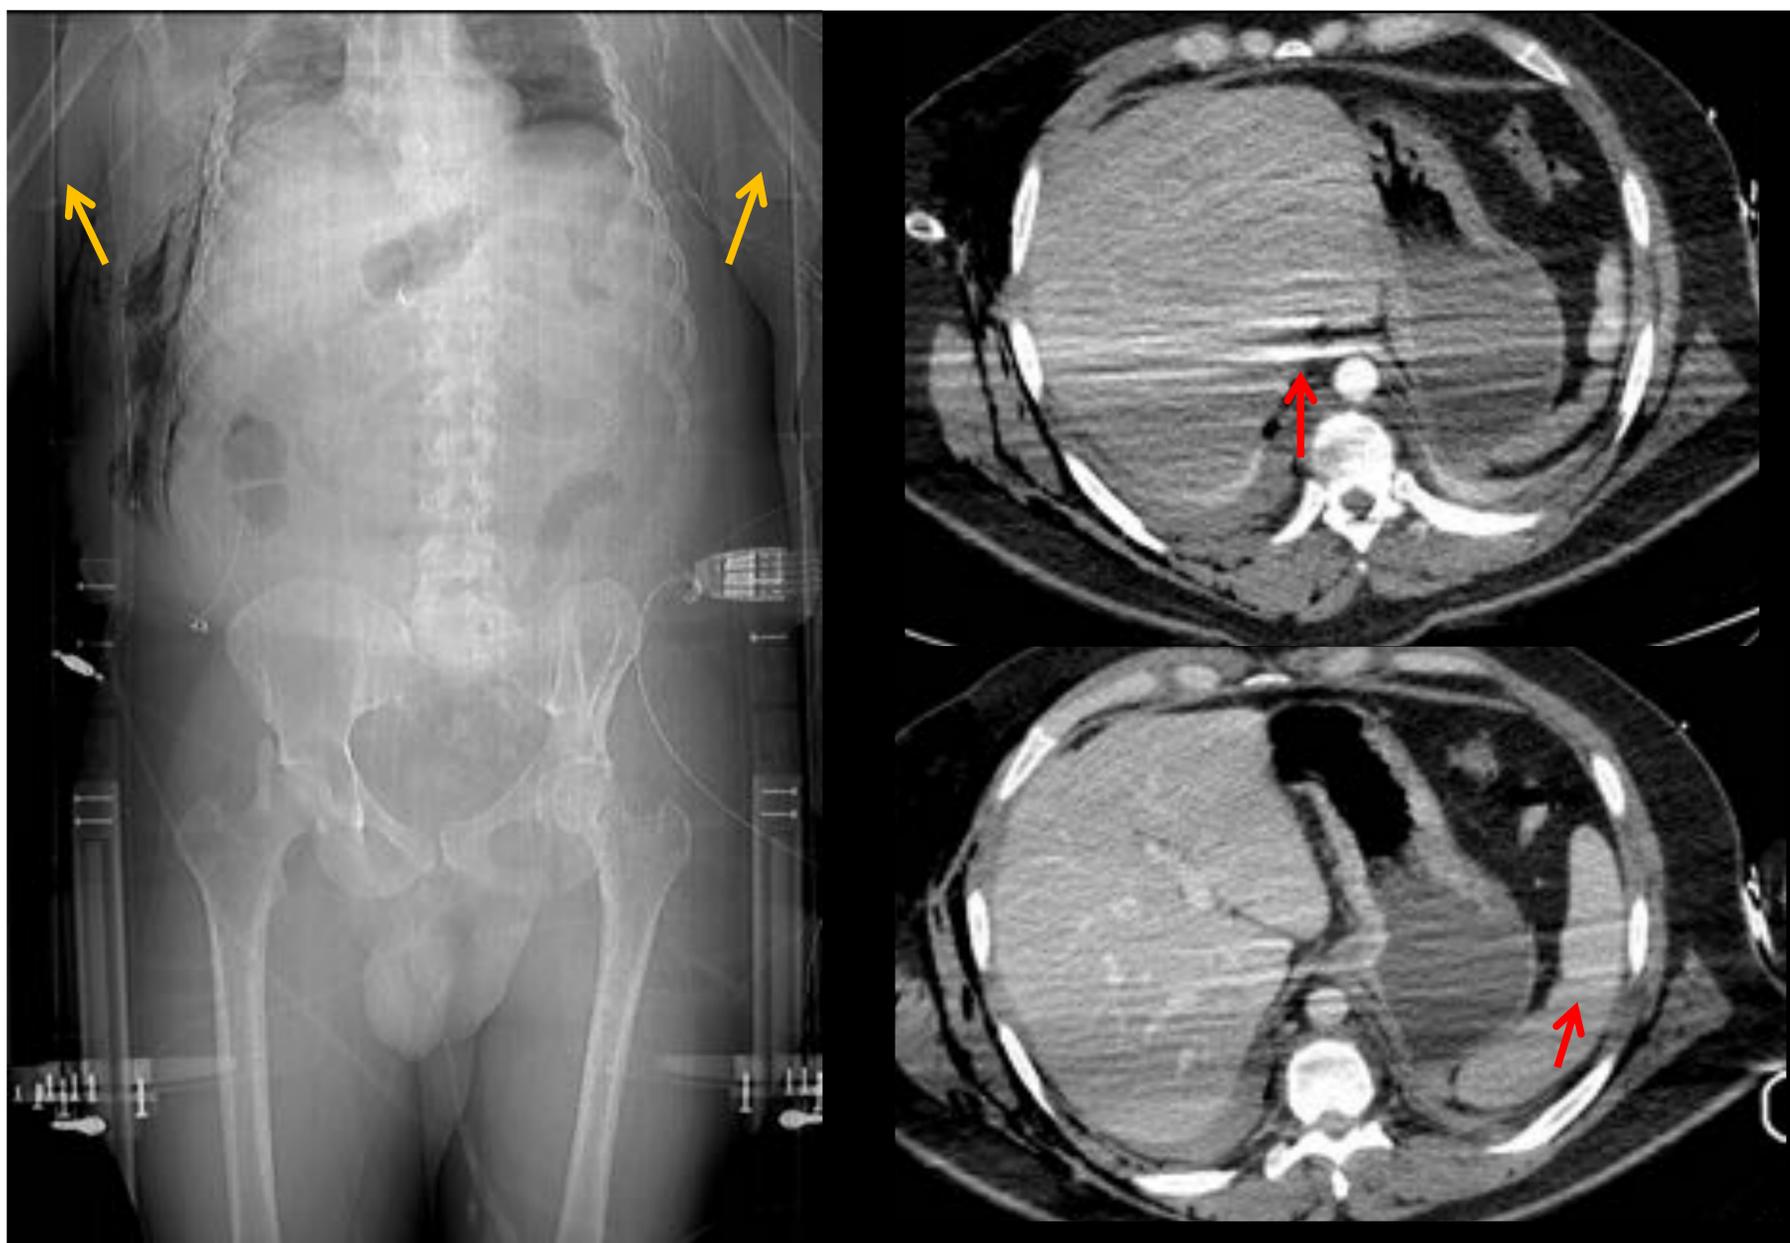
Paciente politraumatizado grave en el que se realiza un protocolo de TC de cuerpo completo optimizado en el tiempo. Sin embargo, los brazos están a ambos lados del torso (→), produciendo un gran artefacto de endurecimiento del haz (→) que dificulta la valoración de vísceras abdominales.
